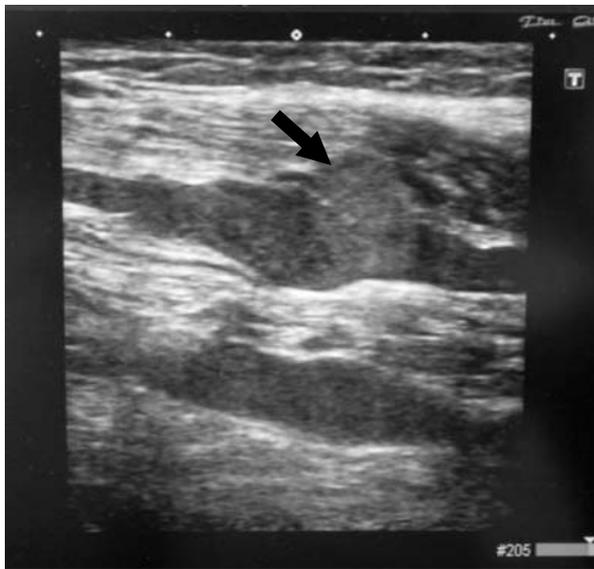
エコー検査にて検出されたヒラメ静脈内の新鮮血栓血管を閉塞する血栓を示す（→）
